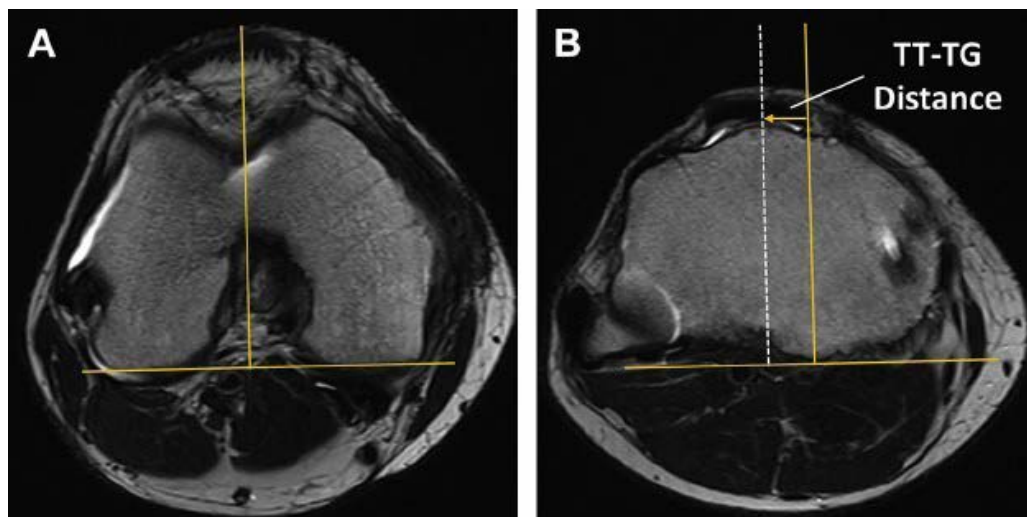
obtención del TT--TG con uso de TAC.
